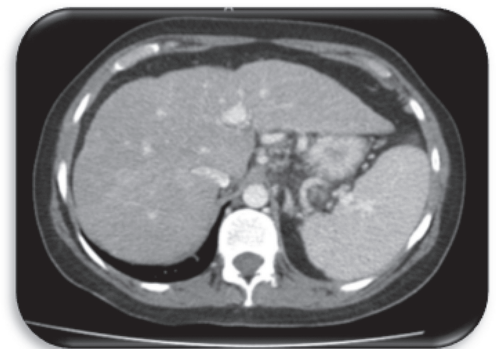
Tomografía computarizada de abdomen con contraste endovenoso: hepatoesplenomegalia.
